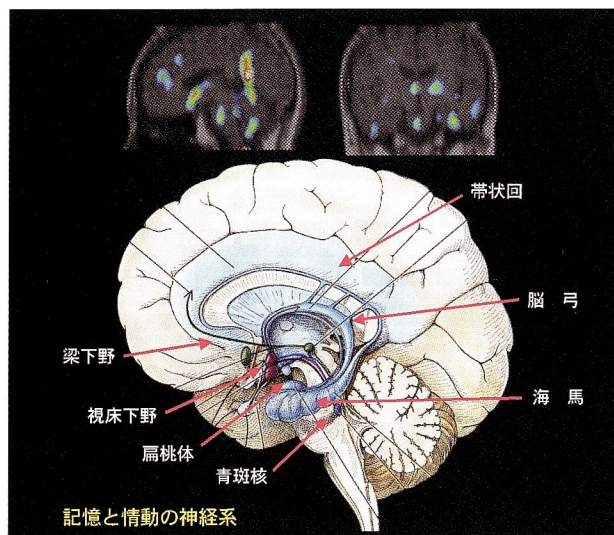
^{99m}Tc-ECD SPECT: TGA発作中と発作後の差分画像矢状断(上左)と冠状断(上右)である。帯状回、側頭葉内側部など辺縁系(下)の血流低下を認める。
